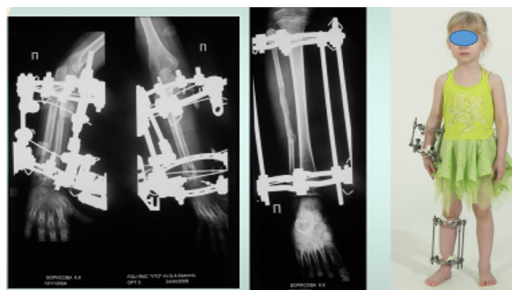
Рентгенограммы и фото больной на втором этапе лечения
